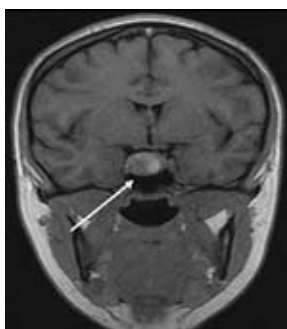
МРТ. Интраселлярная небольшая аденома гипофиза.
